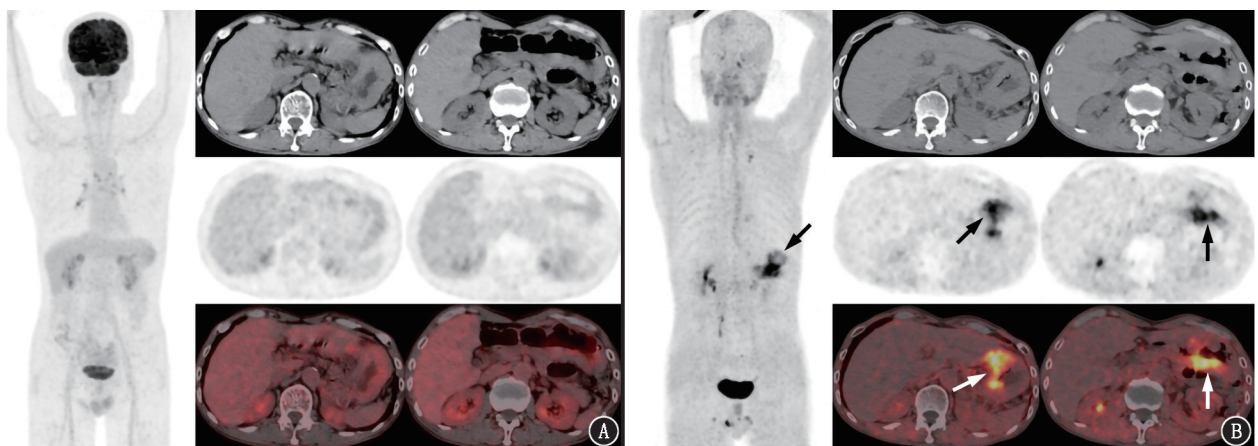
胃印戒细胞癌术后患者(女,53 岁,根治性切除术后 3 年)的¹⁸F-FDG 和⁶⁸Ga-成纤维细胞激活蛋白抑制剂(FAPI)PET/CT 显像对比图(箭头示病灶)。A. ¹⁸F-FDG PET/CT 最大密度投影(MIP)及横断位图像示前腹壁转移灶、肝转移灶呈阴性¹⁸F-FDG 摄取,病灶显示不清;B. ⁶⁸Ga-FAPI PET/CT 中前腹壁转移灶、肝转移灶呈明显增高的⁶⁸Ga-FAPI 摄取,肿瘤显示清晰
